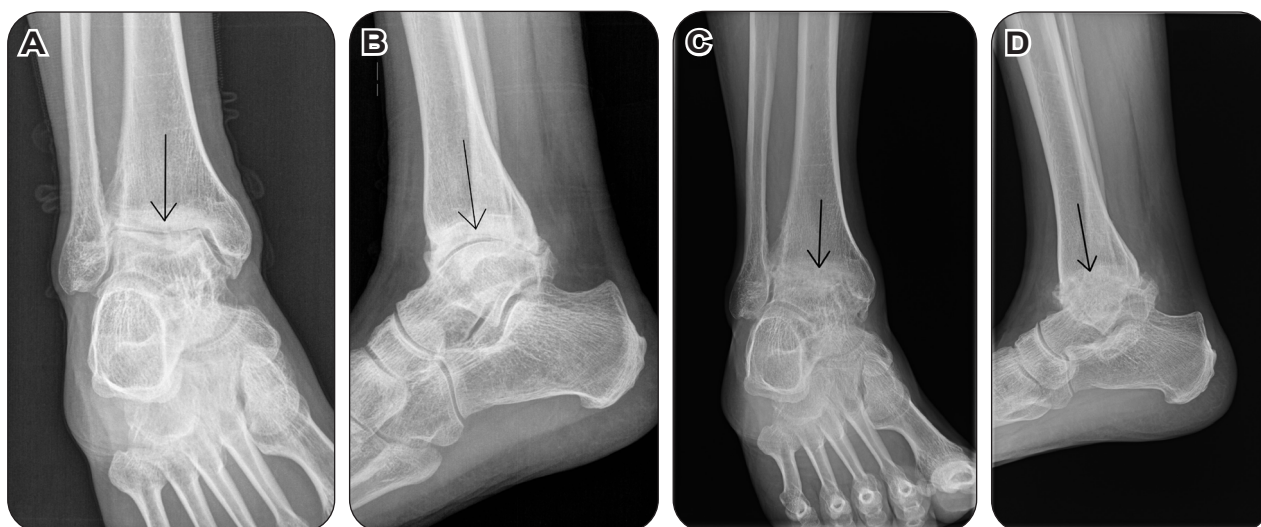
Radiographie de face (A) et de profil (B) de la cheville gauche d'un patient hémophile, montrant une arthropathie destructrice talo-crutale.
